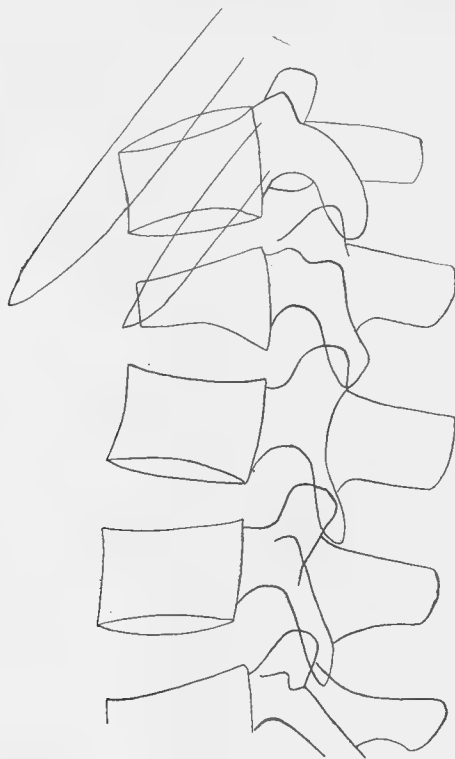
Radiographie de profil. La 4<sup>re</sup> lombaire a l'aspect d'un coin à sommet antérieur.
